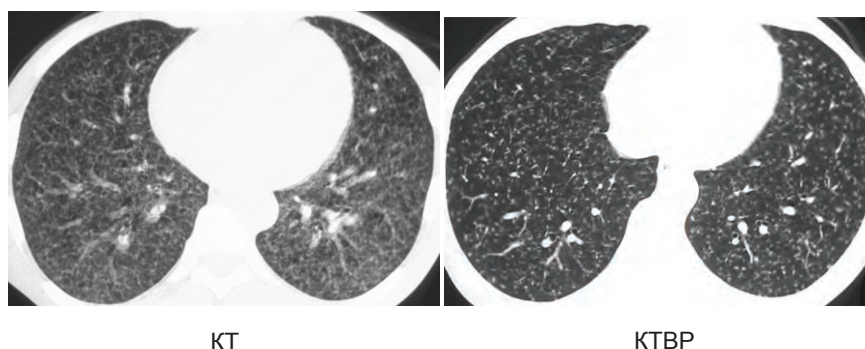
Сравнение спиральной компьютерной томографии и компьютерной томографии высокого разрешения
